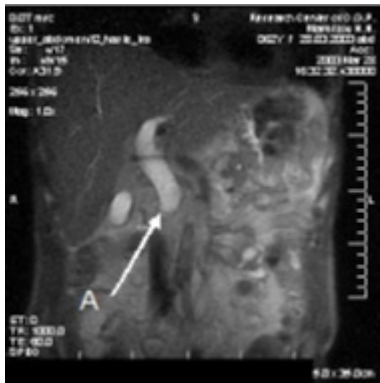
Магнитнорезонансная томограмма больного с рубцовой стриктурой желчного протока. Режим T2 HASTE. А) Уровень стриктуры желчного протока.
